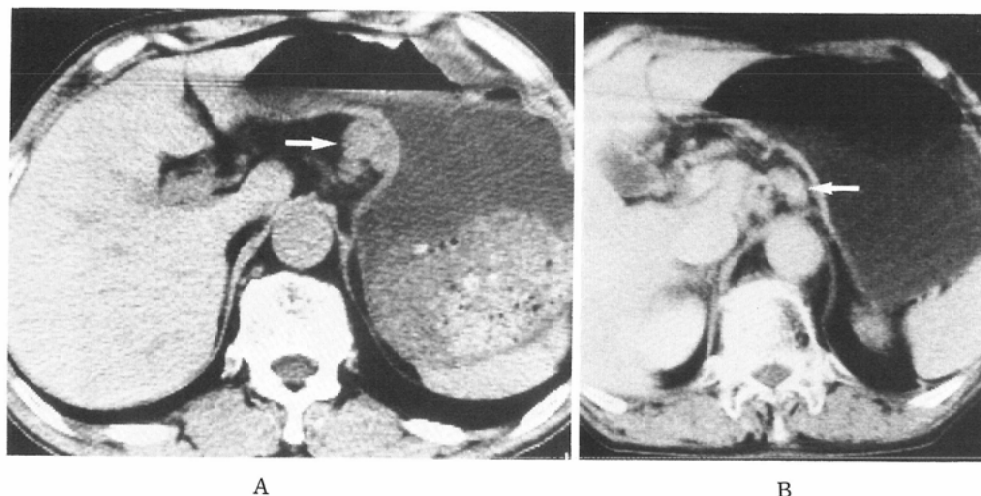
CT of the abdomen after oral administration of negative contrast material (500ml of fatty acid emulsion, Intralipos) reveals more clearly anatomical structure, and so lymphnodes can be more easily detected.
